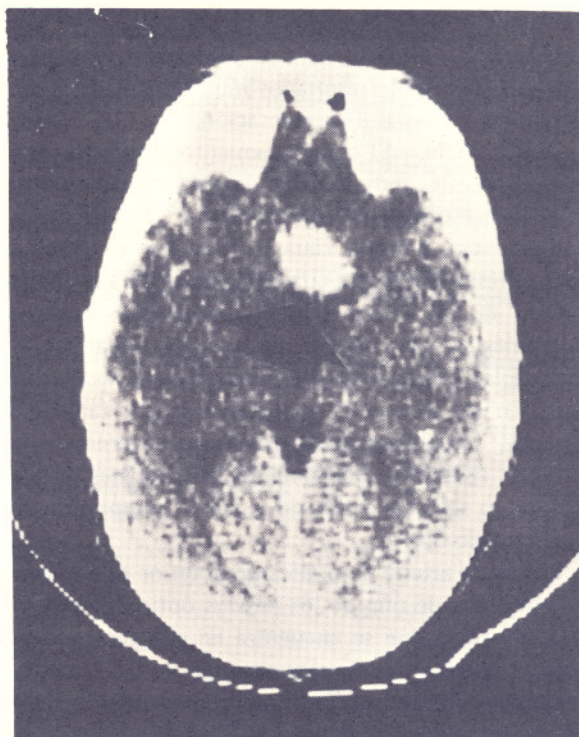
TAC mostrando (flecha) masa de gran intensidad ocupando toda la cisterna quiasmática que se demuestra muy bien con el uso de medio de contraste.
